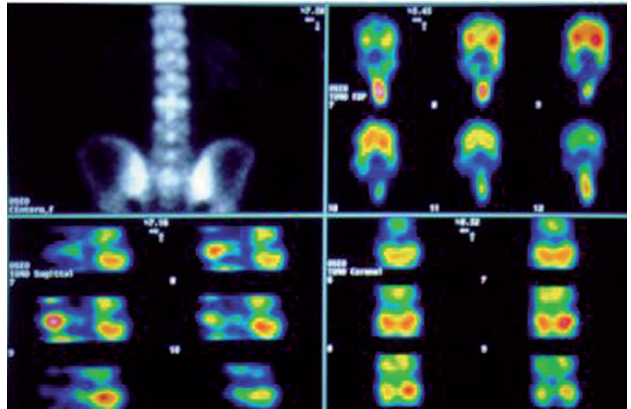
El estudio SPECT muestra una metástasis en apófisis espinosa no visualizada en el RO convencional.
